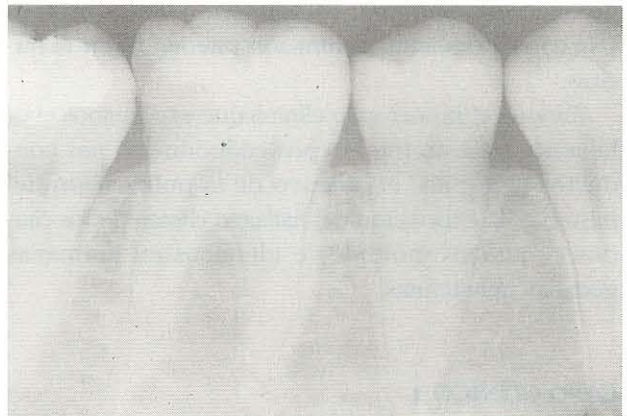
Caso 2. Radiografía periapical de diagnóstico del 46 donde se puede valorar la caries distal.
